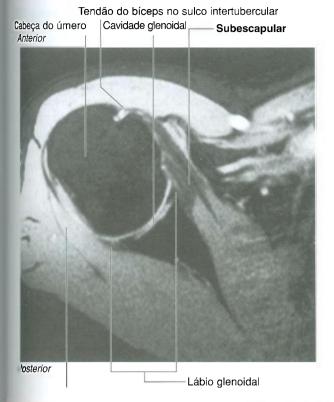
Imagem de ressonância magnética da articulação do ombro em plano transverso ou horizontal. Ant., anterior; Post., posterior.
